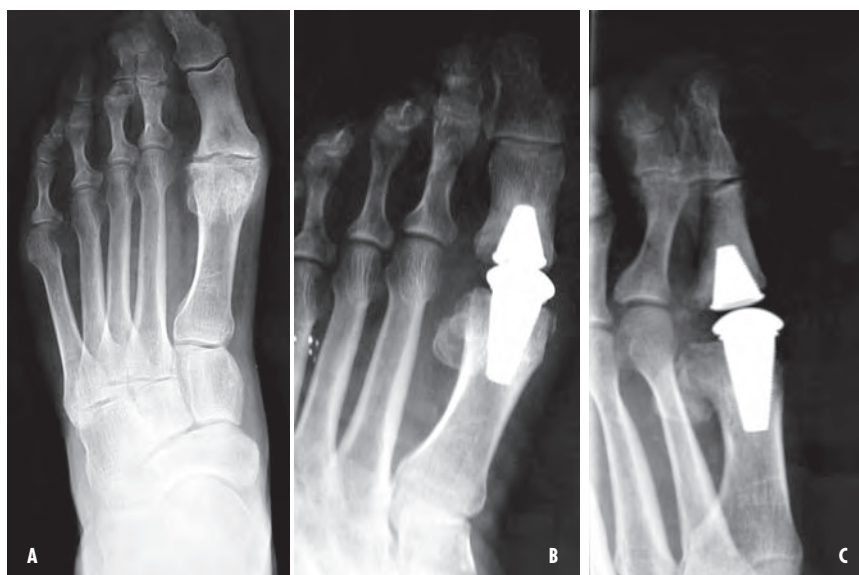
Quadro radiografico pre-operatorio (a); controllo radiografico protesi Toefit Plus ad 1 anno di follow-up in A-P (b); controllo radiografico protesi Toefit Plus in L-L (c).
